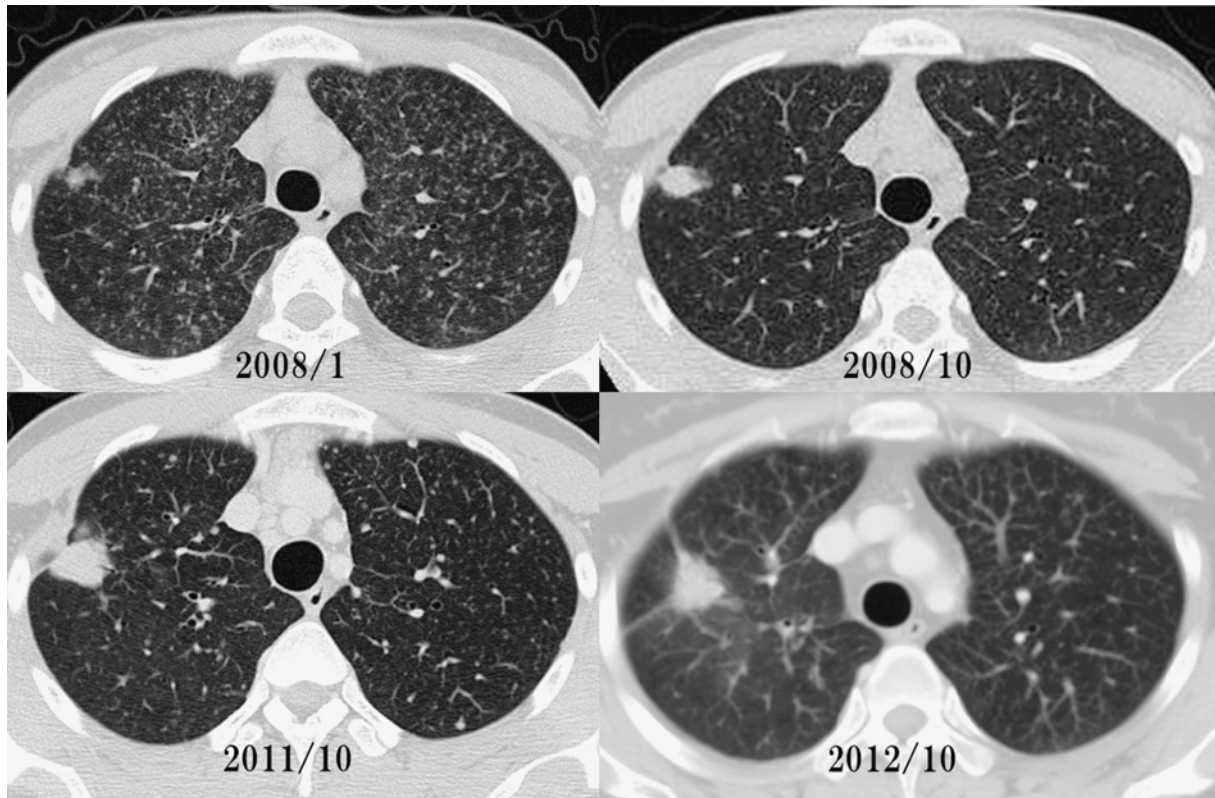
Time-dependent change in chest CT showing that the primary lesion in the right upper lobe was slowly growing following the diagnosis of miliary tuberculosis (January 2008).
